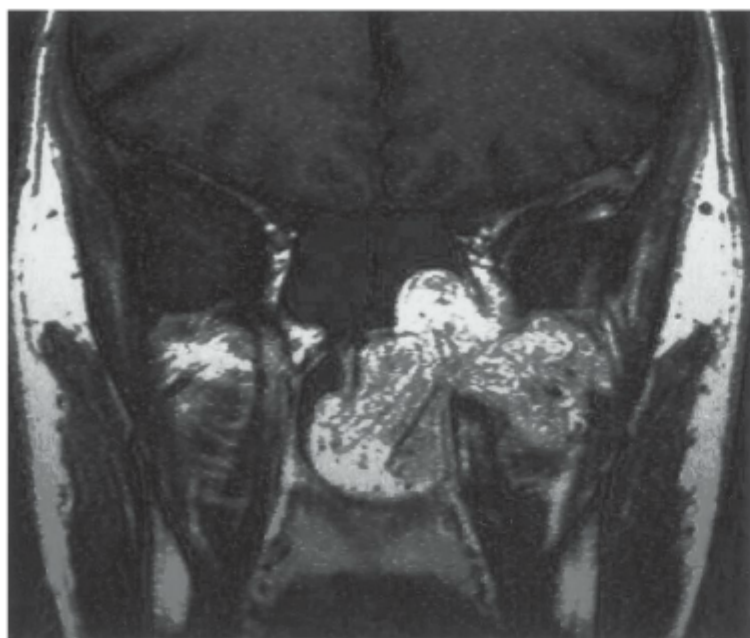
RM de um jovem com 16 anos de idade com angiofibroma juvenil no lado esquerdo. O tumor origina-se na região pterigo-maxilar e estende-se à rinofaringe e à fossa infratemporal.
